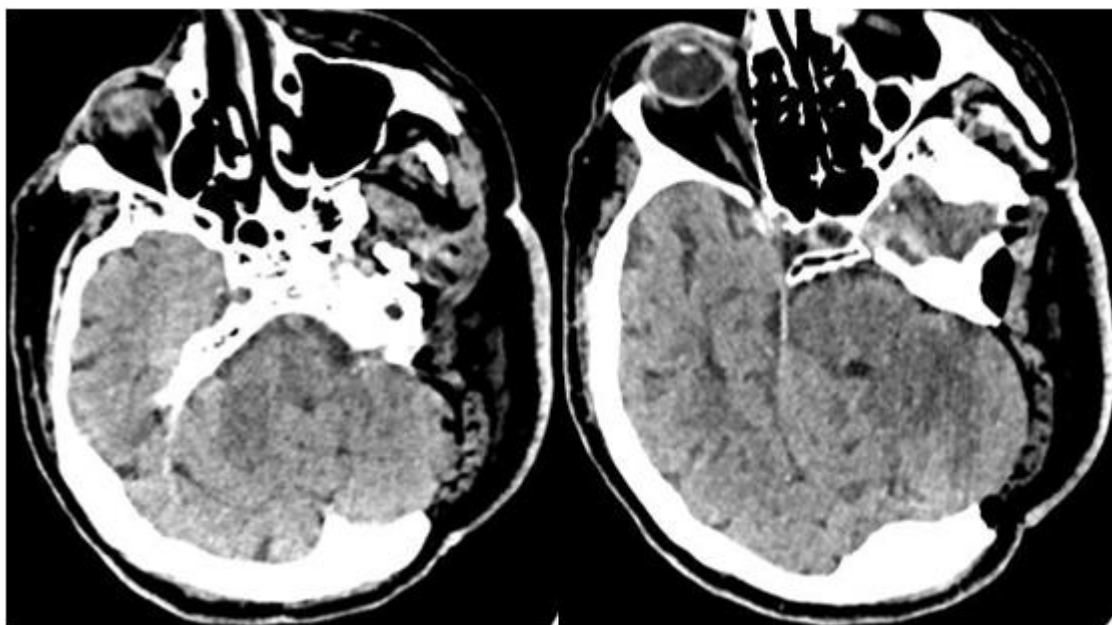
Больной К., 57 лет, и/б 27236/С2016 (наблюдение №12), диагноз «Плоскоклеточная карцинома левого среднего уха». Контрольная МСКТ головного мозга на первые сутки после блок-резекция опухоли с одномоментной пластикой образовавшегося дефекта перемещенным торакодorzальным лоскутом на питающей ножке
